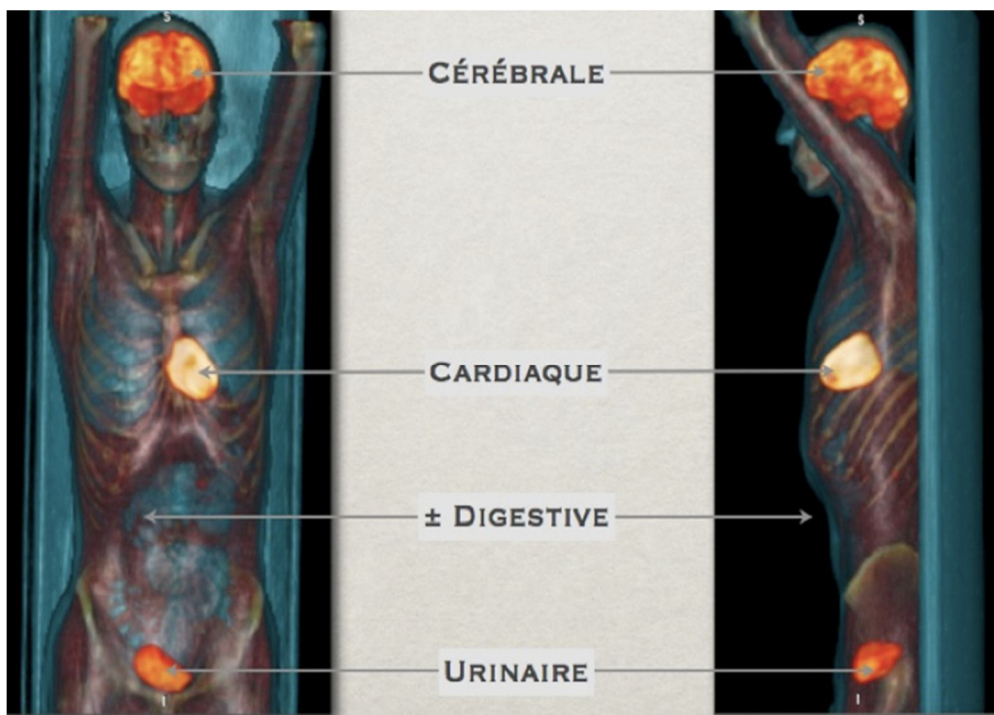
Fixation physiologique du FDG
